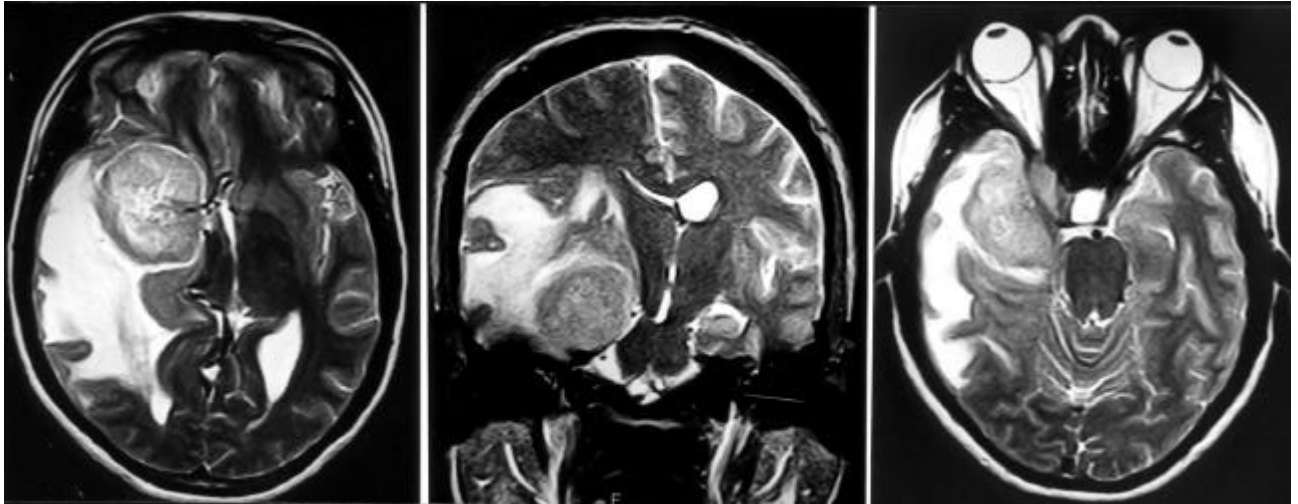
(a, b) Ressonância magnética do encéfalo (T2) mostra volumoso meningioma de asa do esfenoide à direita com grande área de edema perilesional (sinal aumentado em T2) com importante efeito-de-massa. (c) Corte axial demonstrando invasão do seio cavernoso adjacente.
